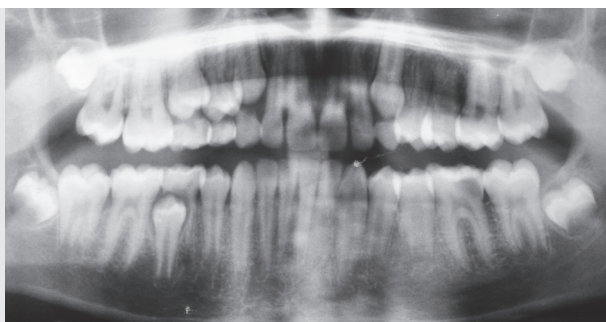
Situación inicial: Caries en el diente 36 claramente visible en la radiografía y dentición por lo demás exenta de caries.
